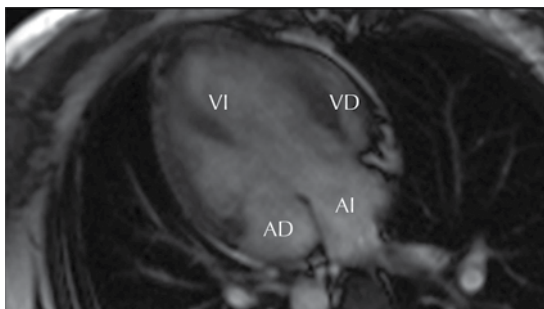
Resonancia magnética, a la izquierda corte de 4 cámaras y a la derecha eje corto. Conexión de la aurícula derecha con un ventrículo izquierdo y de la aurícula izquierda con un ventrículo derecho muy trabeculado y, en el eje corto, es un ventrículo posterior; se demuestra la banda moderadora.
